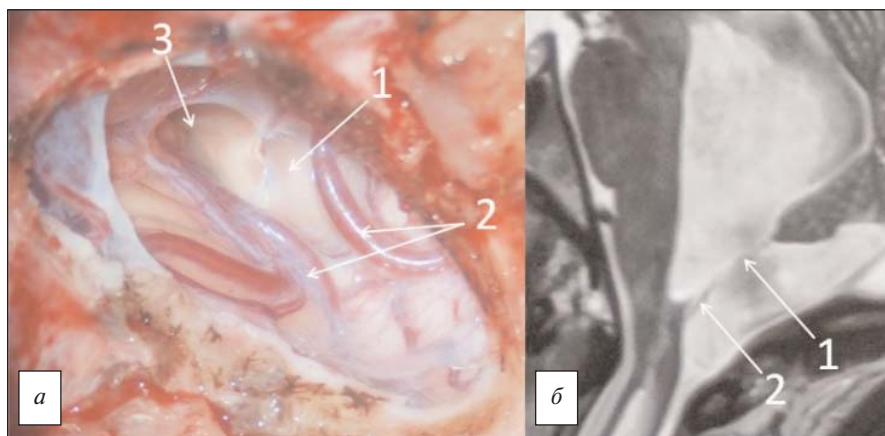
Вид операционной раны после доступа к отверстию Мажанди (интраоперационное микрофото, а); фрагмент предоперационной МРТ (б). 1 — листок прозрачной мембраны, закрывающий выход из отверстия Мажанди; 2 — петли задних мозжечковых артерий; 3 — отверстие в мембране, через которое ликвор выходил из полости IV желудочка в полость кисты
